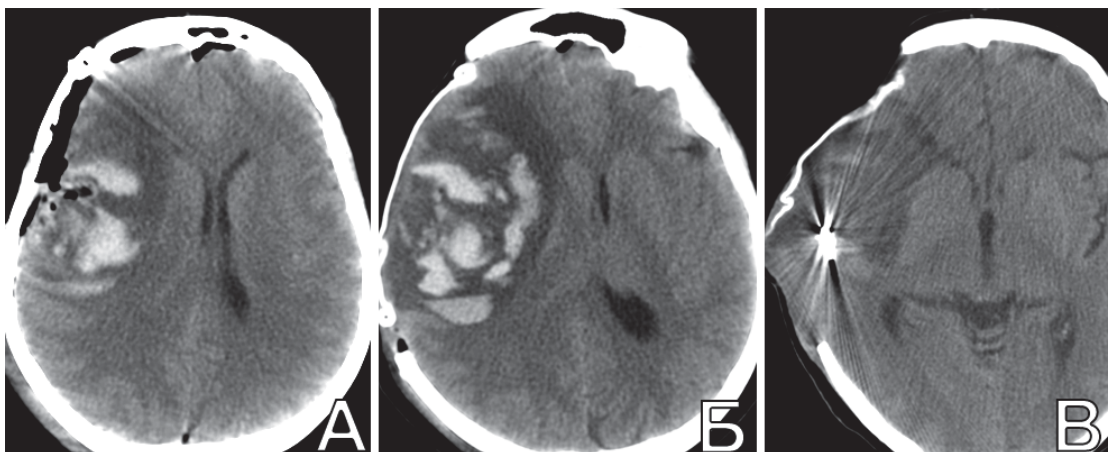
Выраженные венозные нарушения после операции по поводу аневризмы М3-сегмента правой СМА у пациентки Б., 58 л. А. КТ в раннем послеоперационном периоде: выраженный отек с геморрагической имбибицией в правом полушарии с дислокацией срединных структур; Б. КТ после декомпрессивной трепанации справа с пластикой ТМО; В. КТ через 3 месяца п/о
